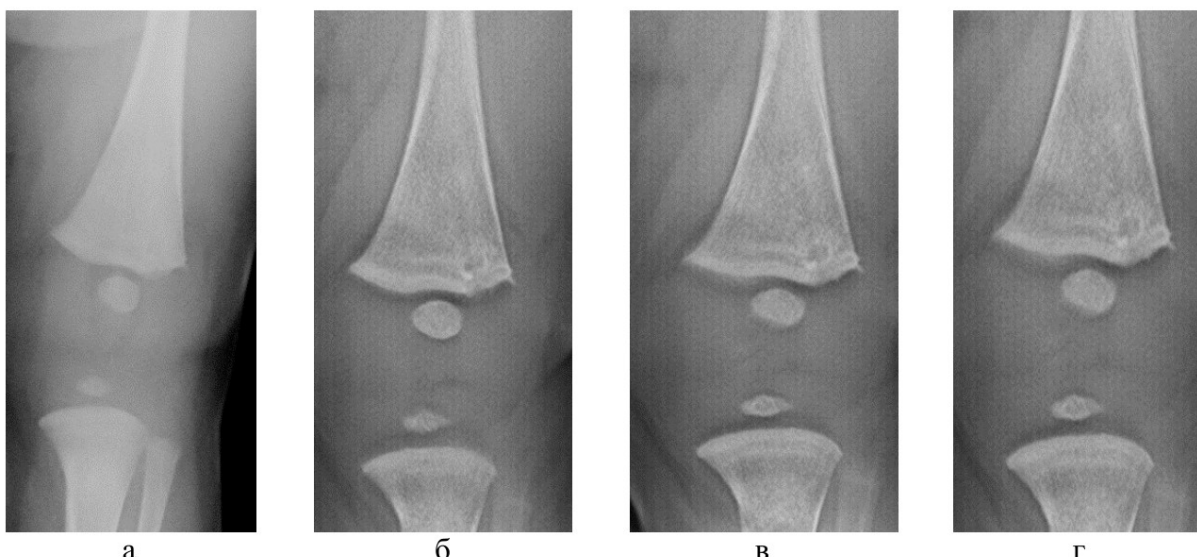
Рентгенограмма и серия томограмм (ТС) пациента 3,5 лет с ОГО дистального отдела левой бедренной кости: а – рентгенограмма в прямой проекции, определяется нечеткость контура медиального края дистального метафиза бедренной кости; б, в, г – серия томограмм, выявлен очаг деструкции и разрежение кортикального слоя дистального МЭ
